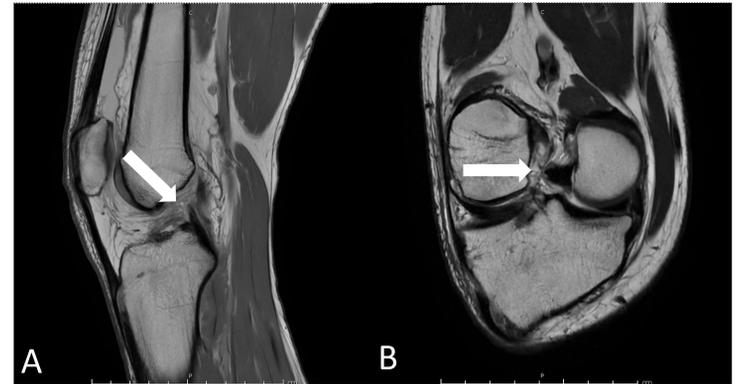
(A) RMN sagital DP; (B) RMN coronal oblicuo.
